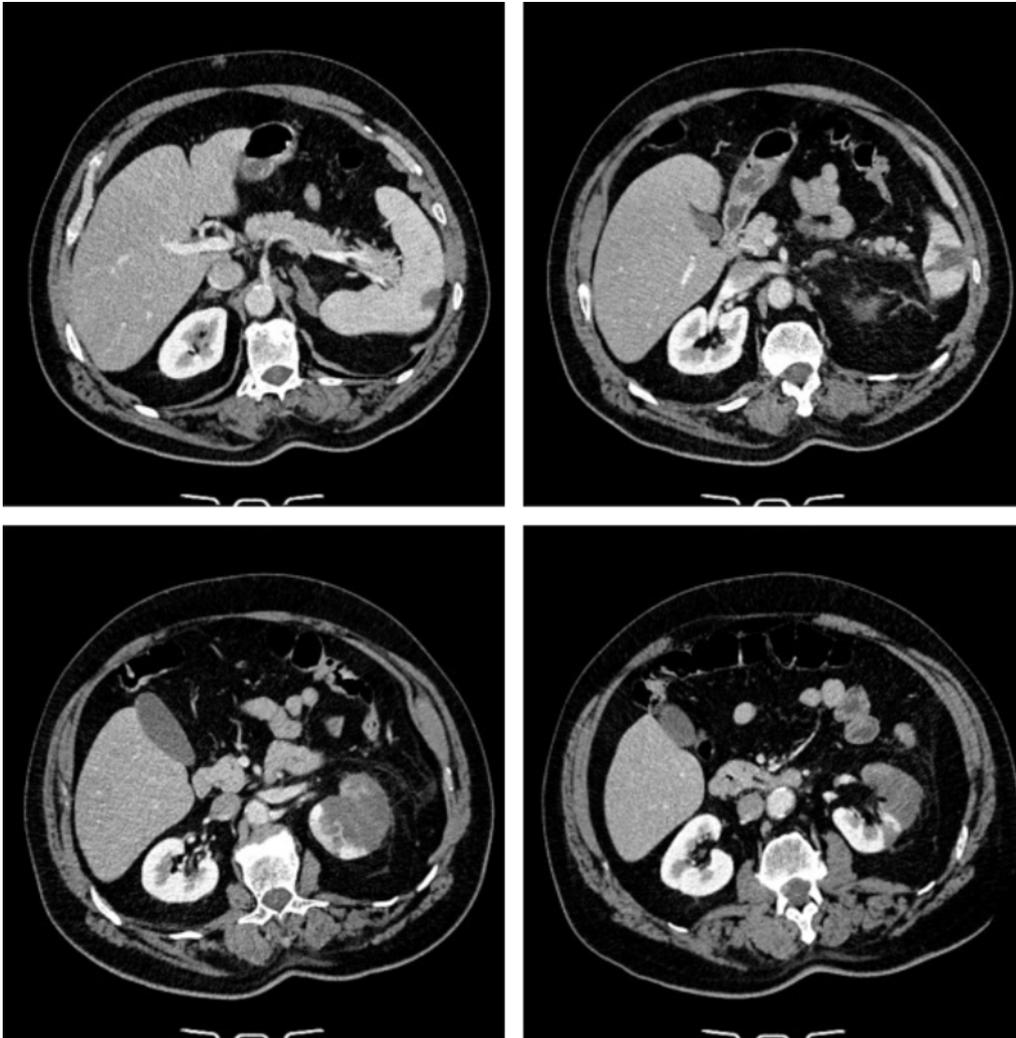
TC abdominal. En las 2 imágenes superiores se observan dos lesiones hipodensas de morfología triangular en el polo inferior del bazo, compatibles con infarto esplénico. En las imágenes inferiores: hipodensidad extensa por infarto renal izquierdo, que respeta únicamente la región cortical posterior.
